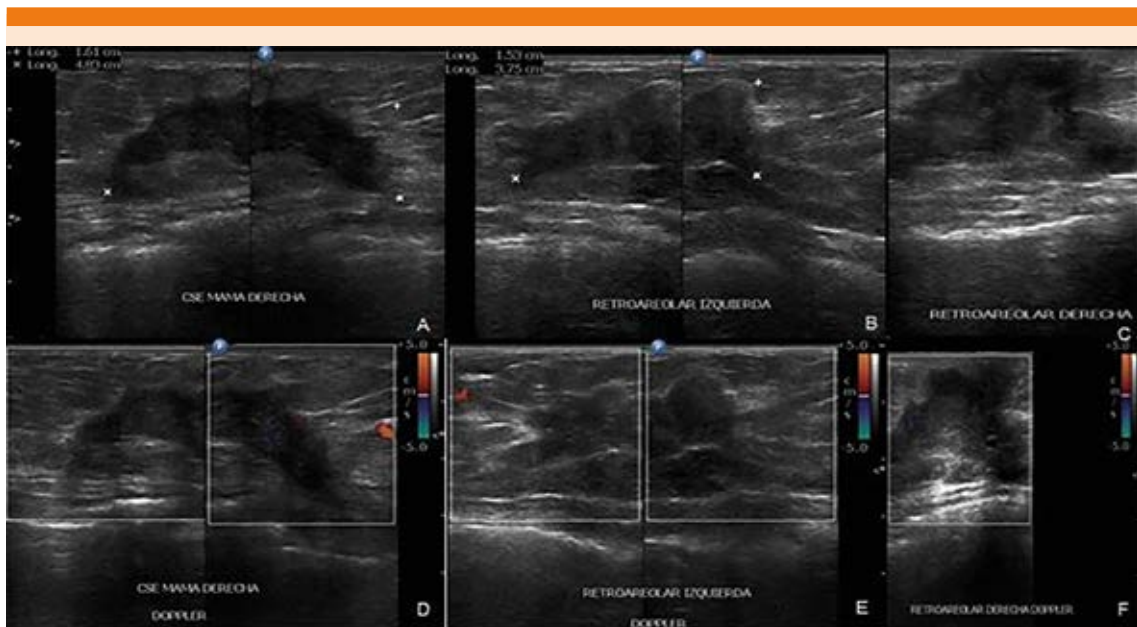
Ultrasonido mamario bilateral con nódulo hipoecoico, irregular, márgenes espiculados, paralelo al plano cutáneo localizado en el cuadrante superior externo de la mama derecha (A) y en ambas regiones retroareolares izquierda (B) y derecha (C). Doppler color con captación central-periférica de la señal en ambas mamas (D, E y F).
